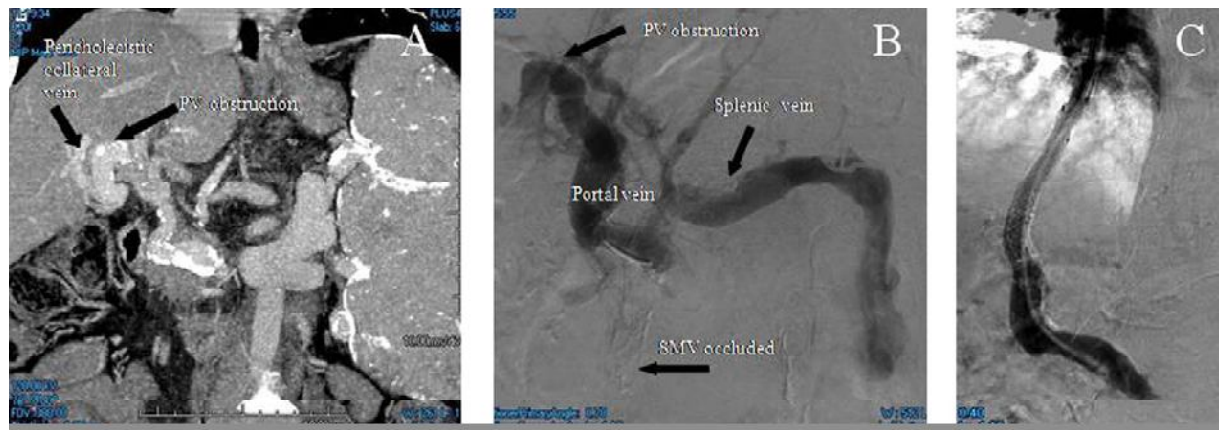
TIPS emplacement réussie chez un homme de 37 ans avec cavernome portal depuis l'enfance. (A)tomographie numérique montrant l'occlusion de la veine porte au niveau du hile avec de grandes veines collatérales périvésiculaires fournissant les veines portes intrahépatiques.
